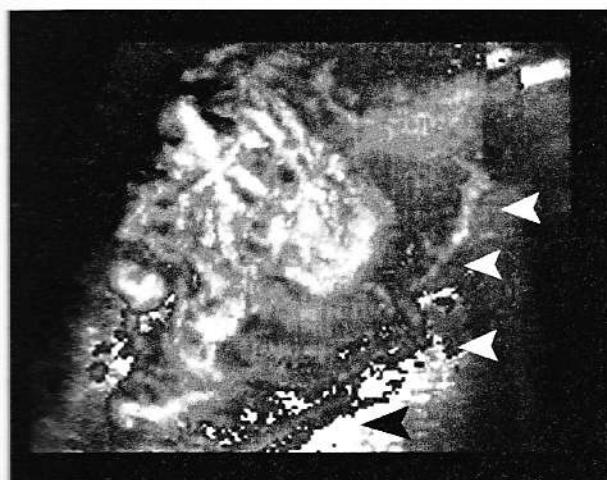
Condrosarcom costal. Ecoangiografic tridimensională power Doppler. Ghemul vascular tumoral este caracterizat prin vase dispuse anarhic și anastomozate. Se vizualizează o arteră intercostală (vârfuri de săgeată albe și negre) care irigă tumora.
